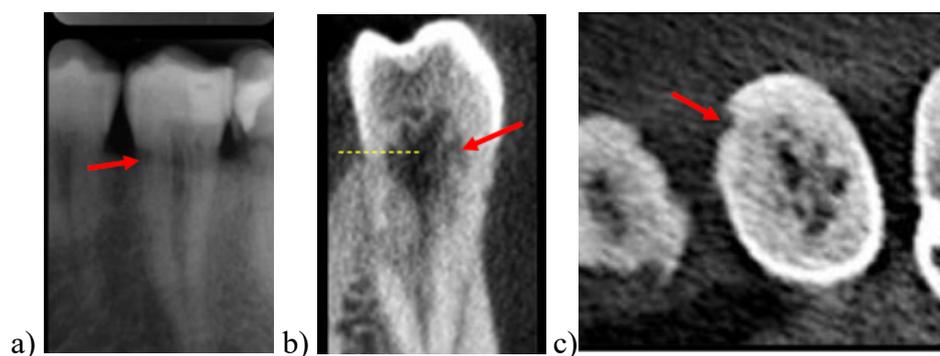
Classificação da RCEI dente 31 - 1Ad. a) Radiografia periapical b) Corte sagital c) Corte axial. (Adaptado de Patel e col., 2018)
